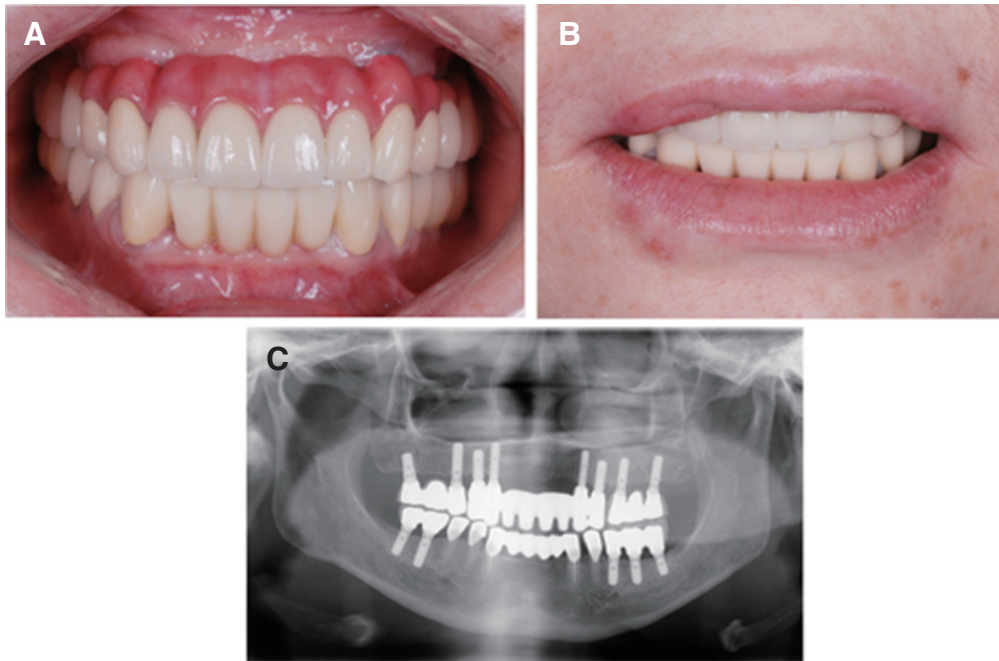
Final prosthesis setting. (A) Intraoral photograph, (B) Smile photograph, (C) Panoramic radiograph after treatment.
